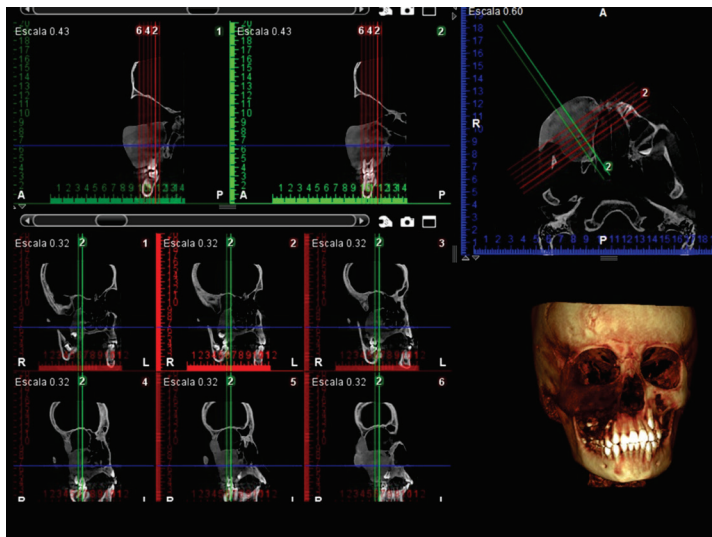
Tomografía Computarizada. Se aprecia aumento de volumen que abarca la región infraorbitaria, región cigomática y región maxilar derecha, con expansión de la cortical vestibular y atrapamiento del segundo premolar y compresión del seno maxilar.
